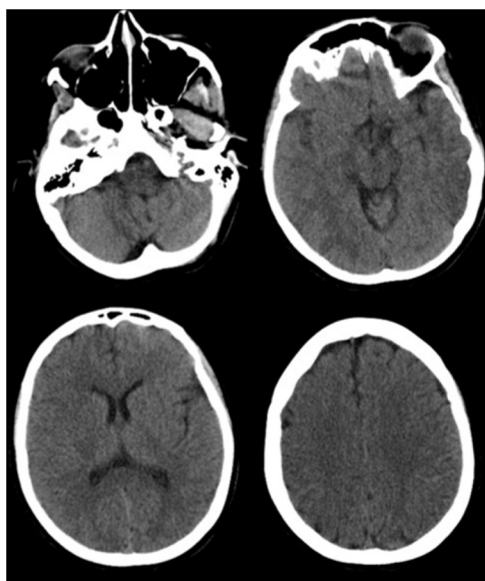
Tomografía de cráneo dentro de límites de normalidad.
